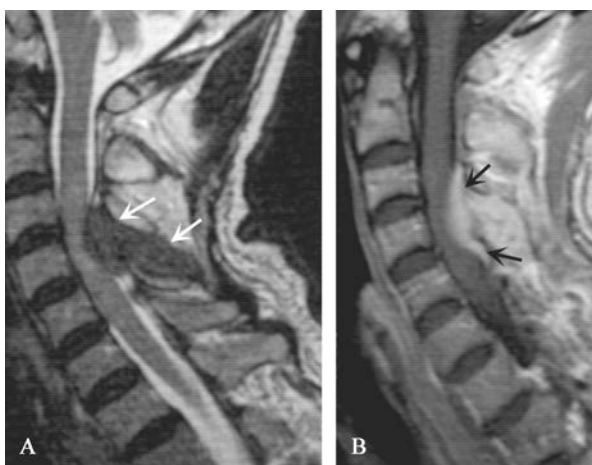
结核所致的硬脊膜外脓肿的磁共振成像(MRI)
